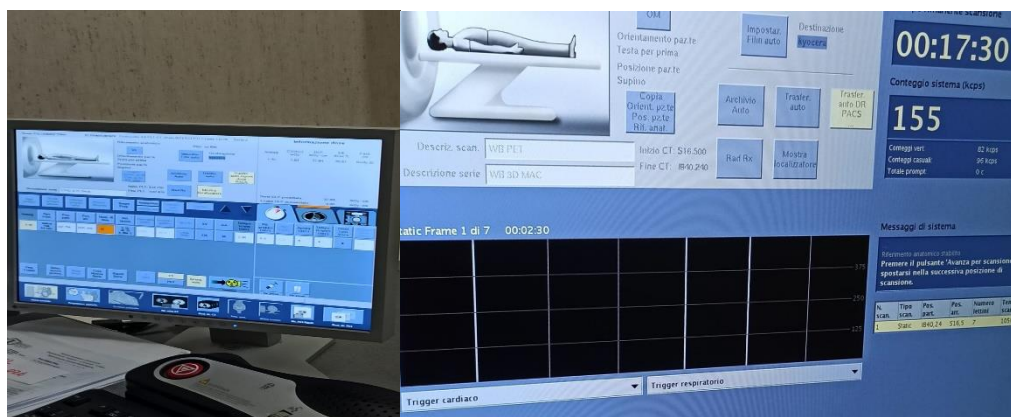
Schermata di impostazione della PET e schermata di acquisizione.
